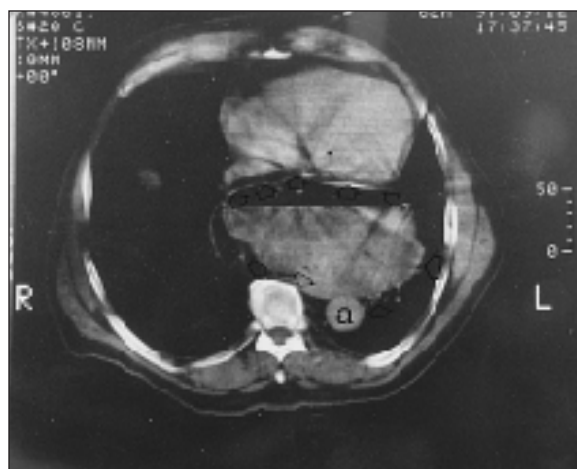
Imagen de la TAC de tórax que muestra una hernia de hiato gigante (puntas de flecha), con efecto compresivo sobre el corazón (1). La aorta (a) tiene un calibre normal.
